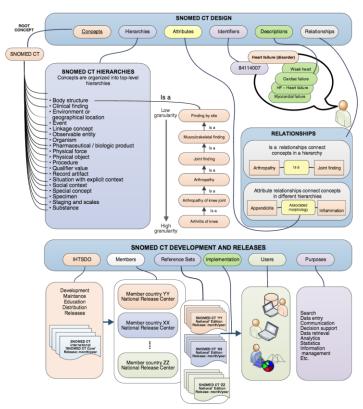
SNOMED CT 용어체계의 구성을 나타내는 도식도
